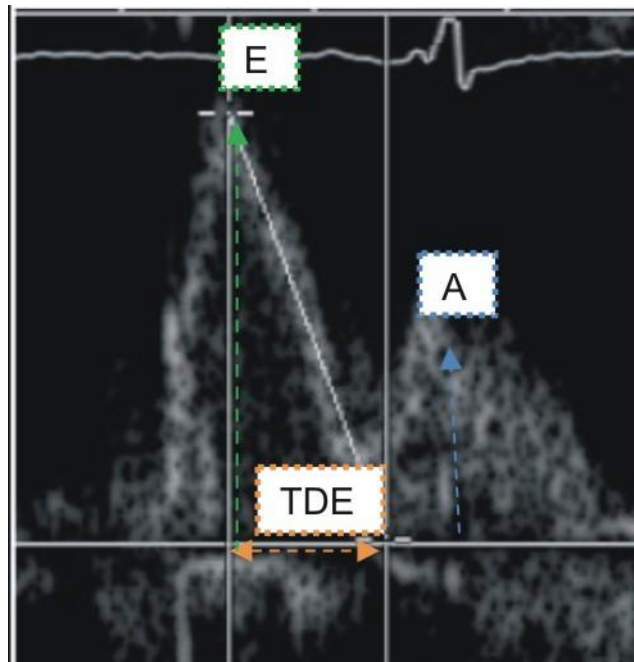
DOPPLER MITRAL DEMONSTRA O FLUXO PRECOCE E TARDIO (E e A) PARA O VE E O TEMPO DESACELERAÇÃO DA ONDA E MITRAL (TDE)
